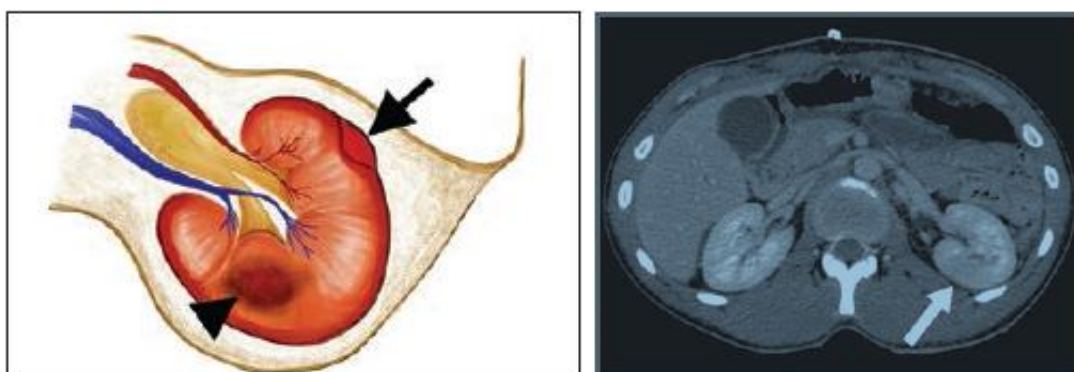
Lesión grado I. contusión y hematoma subcapsular. Fig.4.- TAC Axial contrastada después de laparotomía exploradora por lesión gástrica, se observa lesión grado I.
